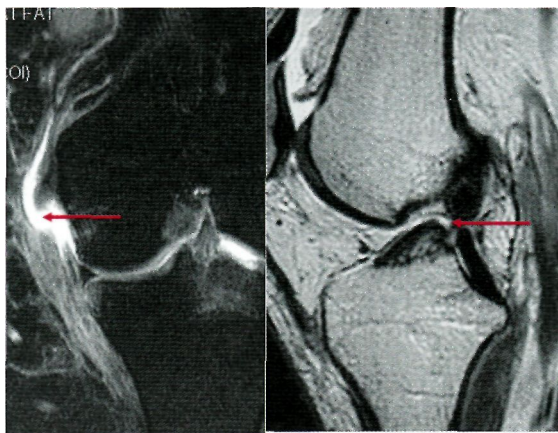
МРТ коленного сустава при разрывах связок. Наиболее часто травматическому разрыву подвергаются внутренняя боковая связка (слева) и передняя крестообразная связка (справа). Представлены полные разрывы указанных связок (стрелки).
